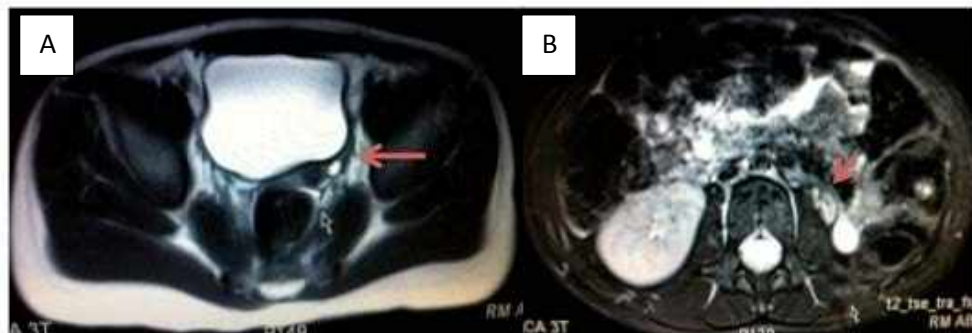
Resonancia magnética. A) Uréter izquierdo que no se inserta en la vejiga. B) Riñón hipoplásico.
